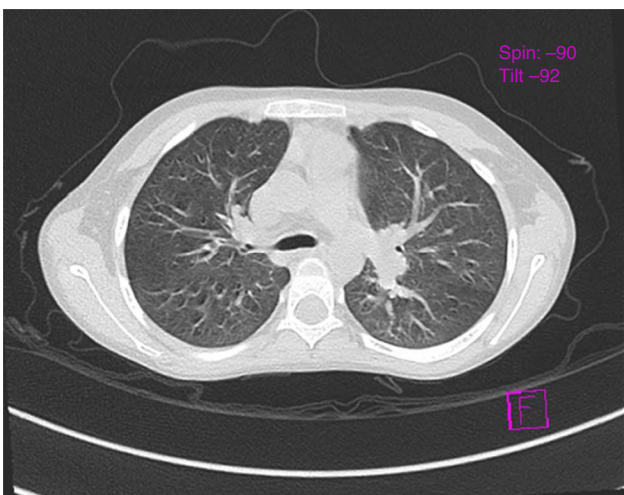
Tomografía de tórax corte axial que muestra dilataciones vasculares hiliares.
